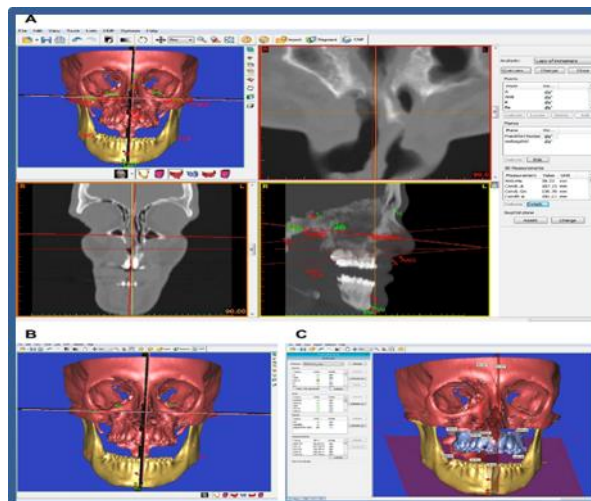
(A) Planos axial, coronal y sagital junto con una vista tridimensional del cráneo. (B) Cráneo virtual para el análisis de los huesos del cráneo (C) Reconstrucción tridimensional de los datos de la TC.
